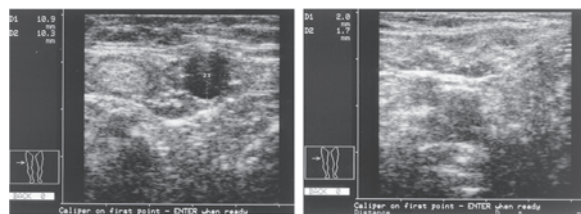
Ecodoppler. A: Pretratamiento. Se evidencia vena safena permeable. B: Postratamiento. Se evidencia oclusión safena con fibra en su interior.
